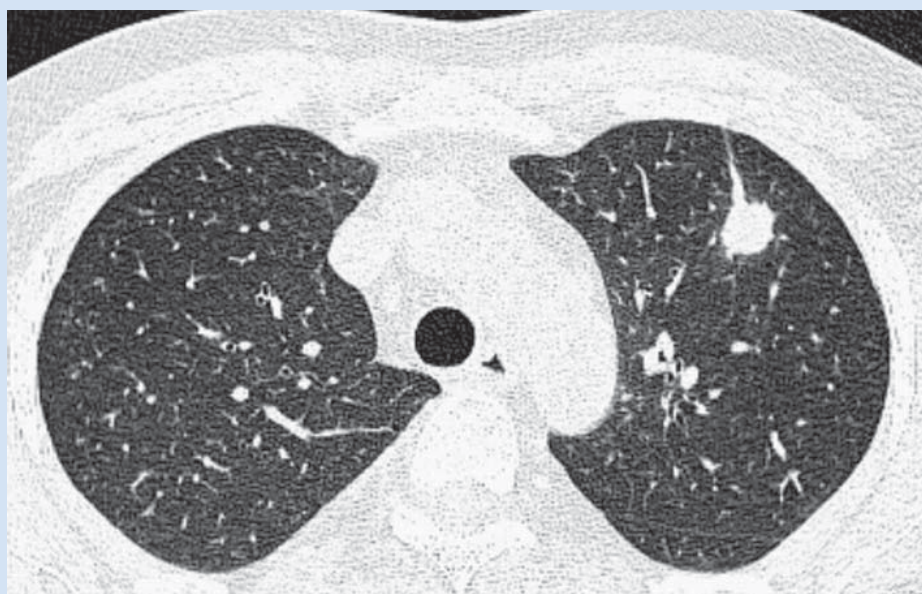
Vysoce rozlišovací CT plic (HRCT plic) u nemocného po alogenní transplantaci krvetvorné tkáně s invazivní aspergilózou plic
